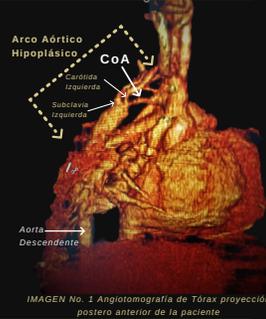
Angiotomografía de Tórax proyección posterior anterior de la paciente
